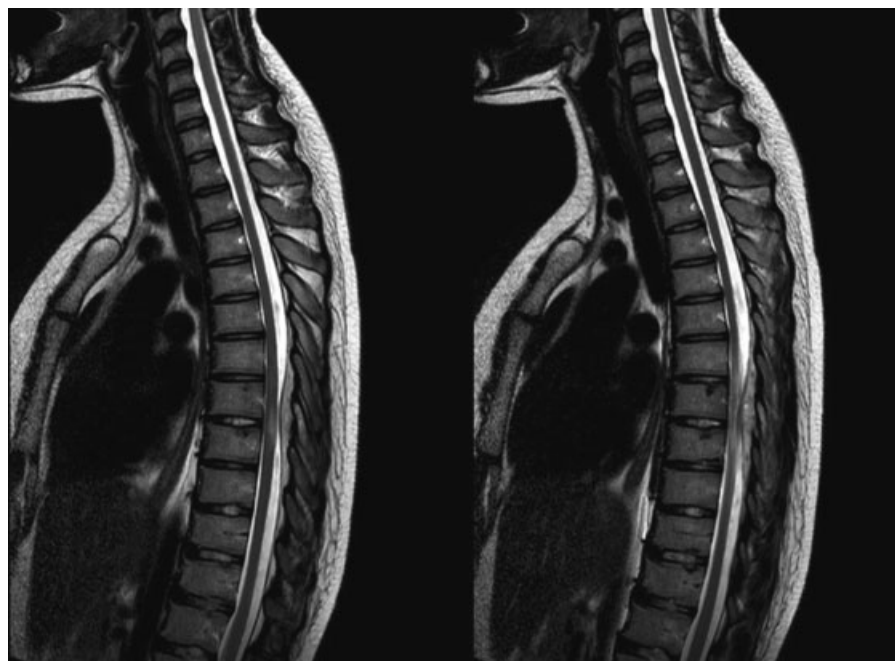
Ressonância magnética de coluna torácica: formação expansiva de aspecto fusiforme no espaço epidural, ao nível dos corpos vertebrais de T6, T7 e T8, com intensa impregnação pelo meio de contraste. Nota-se também alteração de sinal da medula torácica nesse nível por mielopatia. Os espaços disciais apresentam-se preservados.
